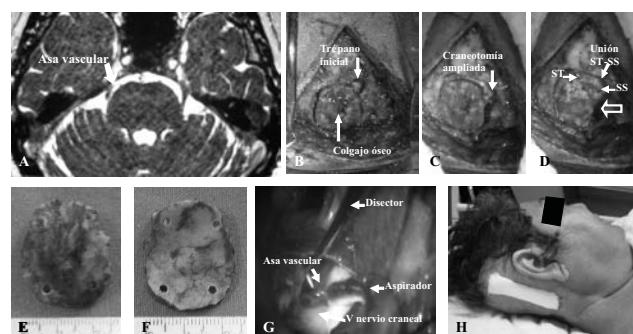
Caso 3. Neuralgia del trigémino. RM T-2 axial demostrando compresión vascular en el V nervio craneal derecho A. imágenes del transoperatorio trépano inicial y craneotomía suboccipital lateral derecha, debajo del seno transverso y medial al seno sigmoide B. con la variante concéntrica se amplió el abordaje C, preservando los senos transverso y sigmoide derechos D. con coagulación de la vena emisaria mastoidea (flecha abierta), el colgajo óseo obtenido exocraneal E. y endocraneal F. compresión vascular por asa de la arteria cerebelosa superior y V nervio craneal G. y la imagen clínica en el postoperatorio H.
